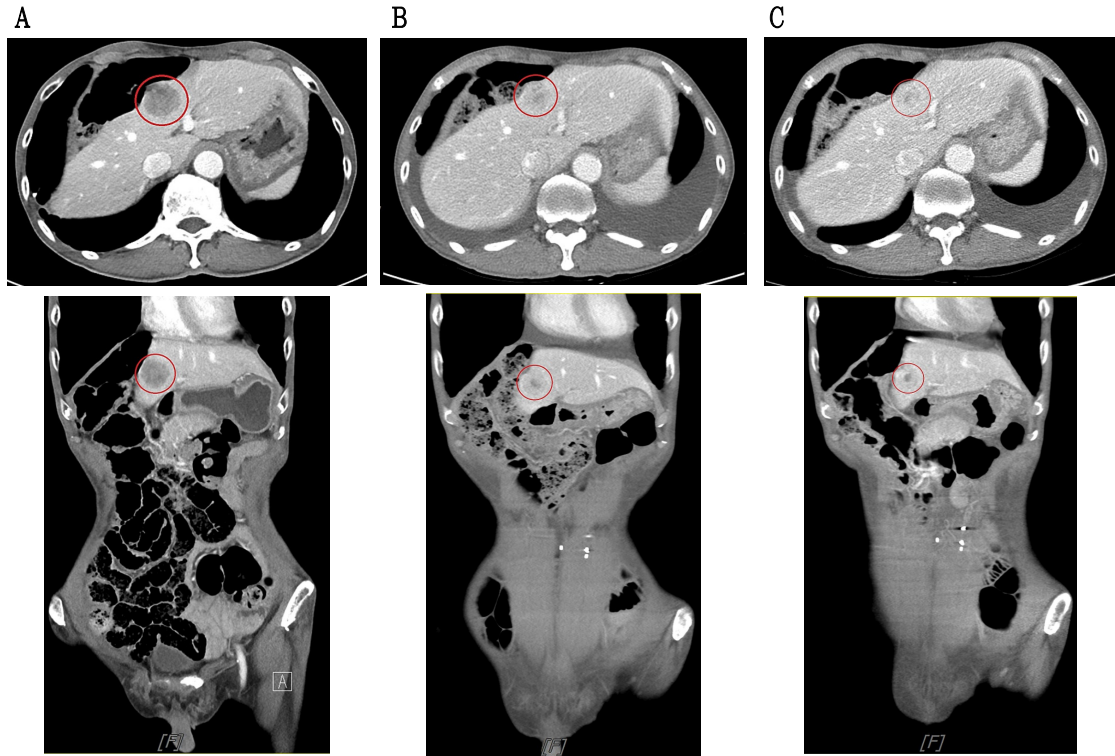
Comparison of computed tomography (CT) images before and after treatment.
